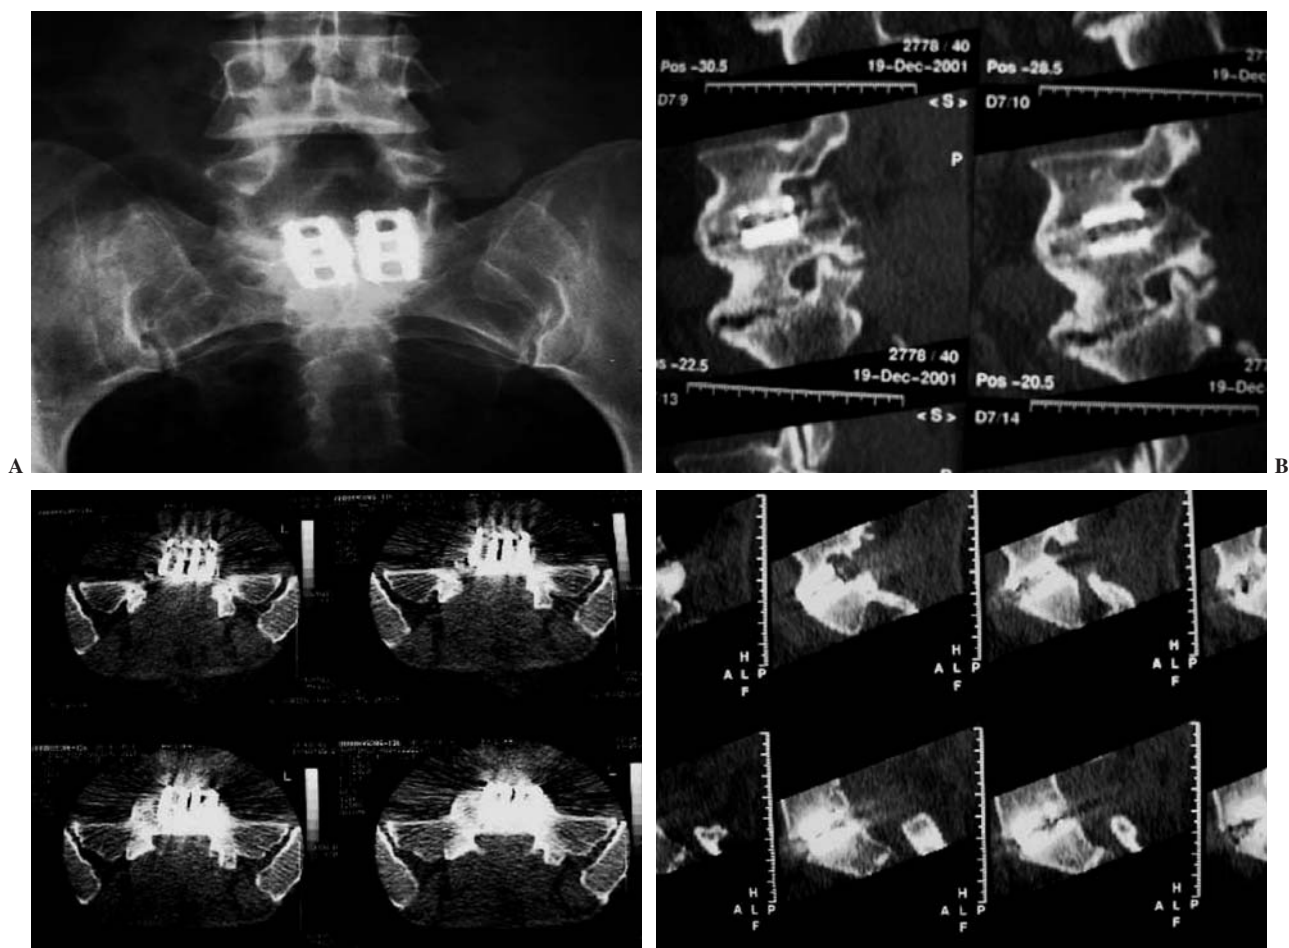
Control radiológico simple a los tres años. Visión anteroposterior (A); fusión intersomática con paso trabecular en TAC helicoidal (B); descompresión posterior y fusión intersomática en corte transversal de TAC (C) y reconstrucción 3D de la fusión (D).
